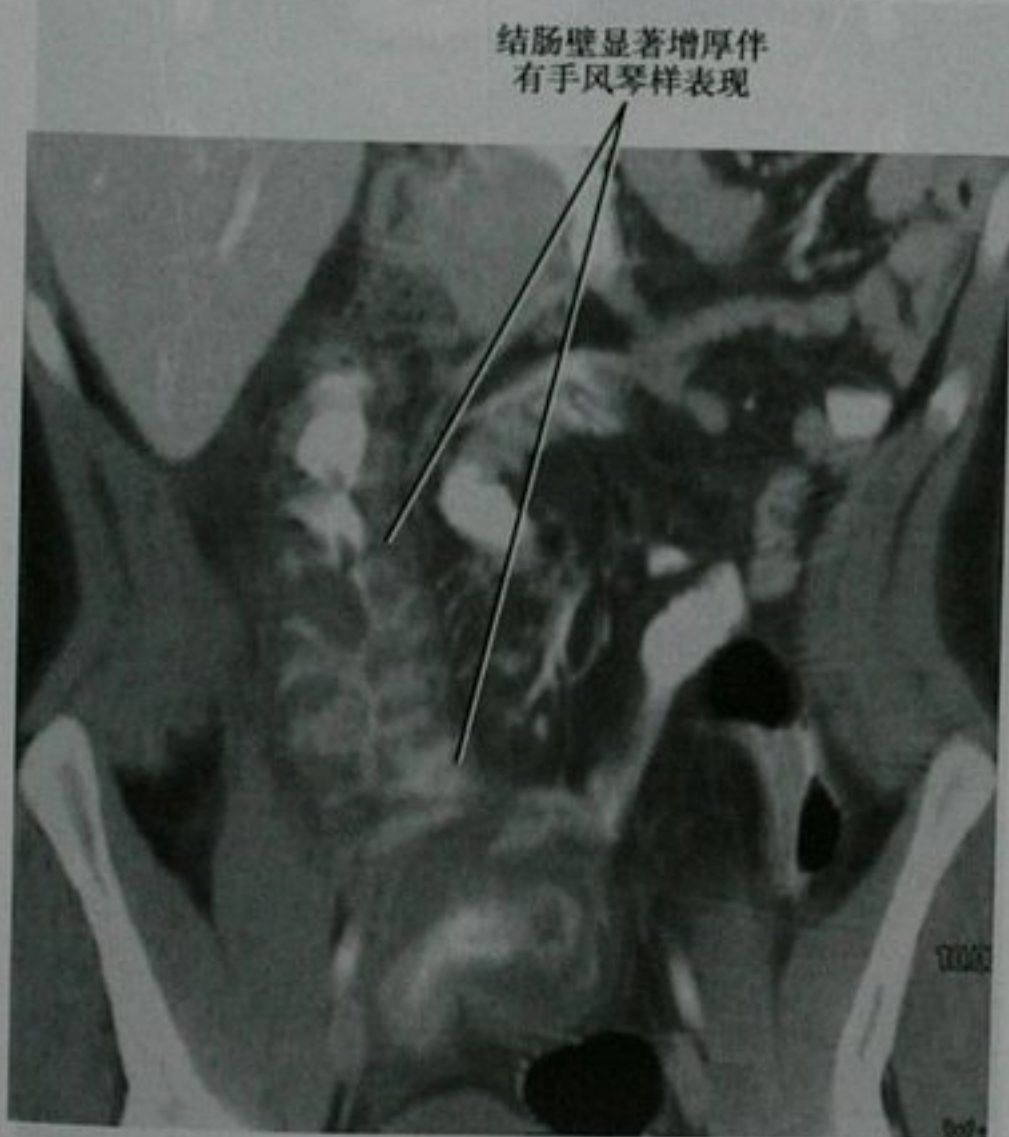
增强 CT 冠状位重建,由于芽胞杆菌感染引起假膜性结肠炎
